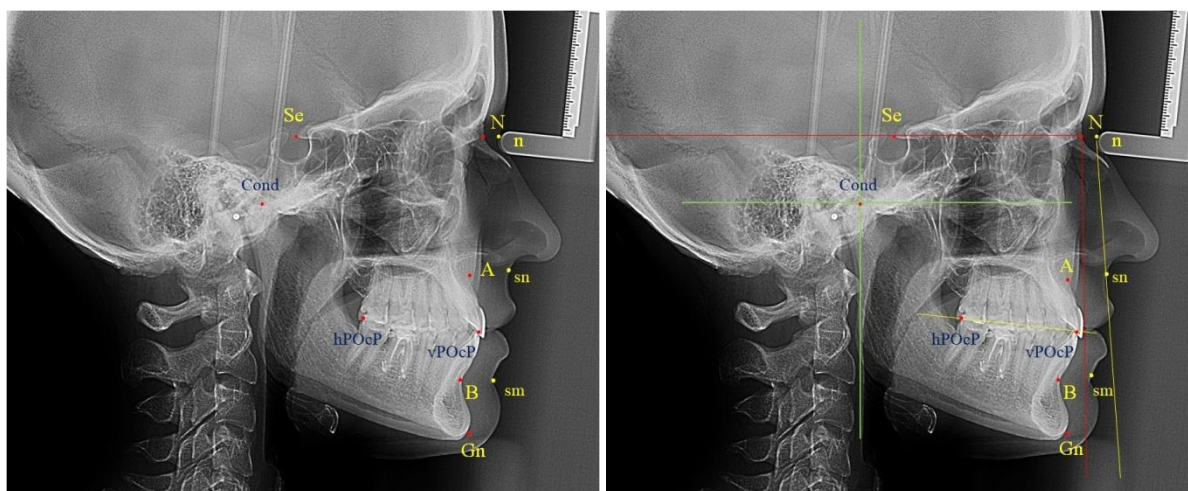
Точки и линии телерентгенограммы для анализа окклюзионных ориентиров
